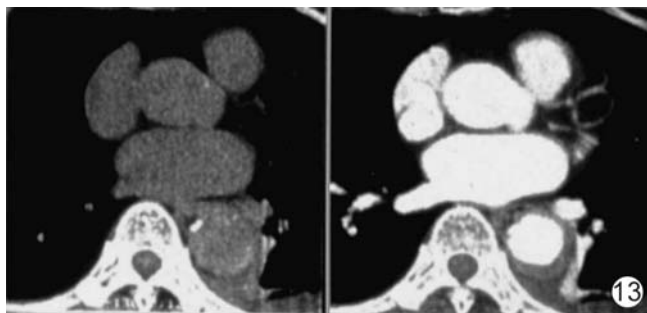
主动脉壁间血肿 CT 平扫(右)及对比增强(左)显示降主动脉壁全周明显增厚
